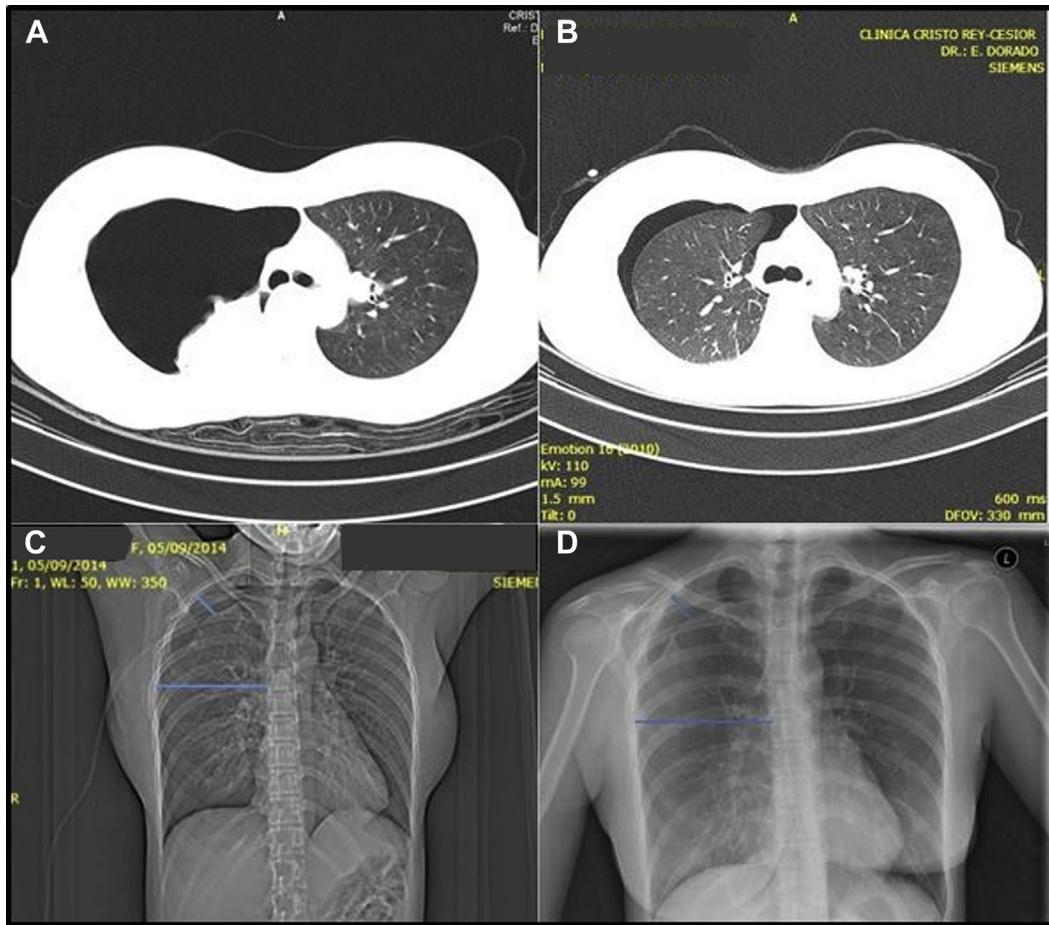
(A) A CT scan showing a complete right-sided pneumothorax on the admission day. (B) A CT scan showing a medium-sized persisting pneumothorax after removal of the chest drain 6 days later. X-rays in (D) Frankfurt showing an improvement to the prefinding in (C) Bolivia. The blue lines constitute the amount of pneumothorax in relation to the diameter of the hemithorax.
